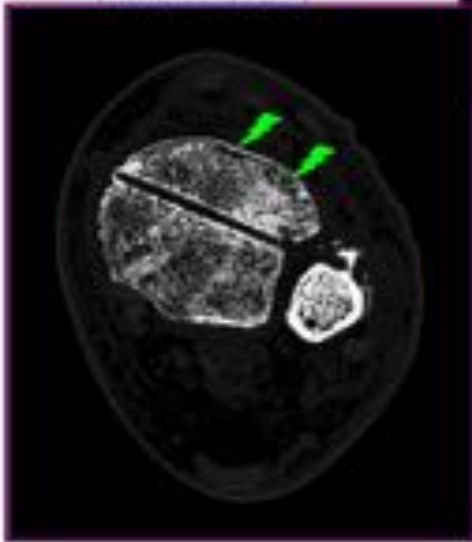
Reconstrucciones CT (plano coronal). Evolución de la lesión.
